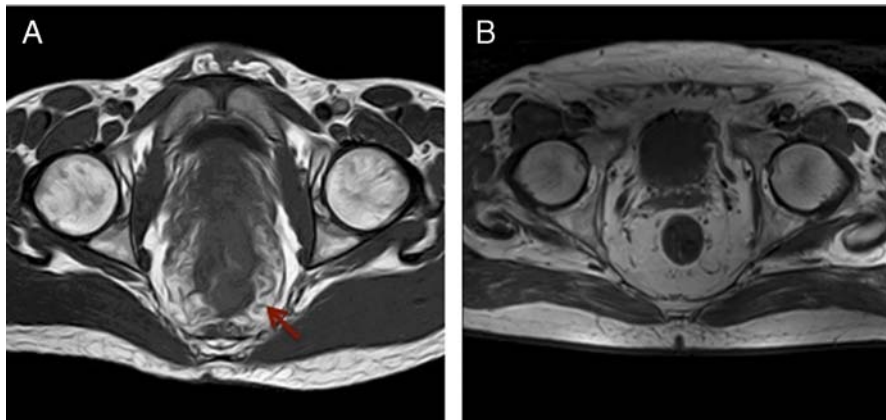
A, MRI of a case of several rectal gonorrhoea and LGV showing mucosal enlargement and infiltration (white arrow). B, MRI of a patient without lesions. MRI indicates magnetic resonance image.
